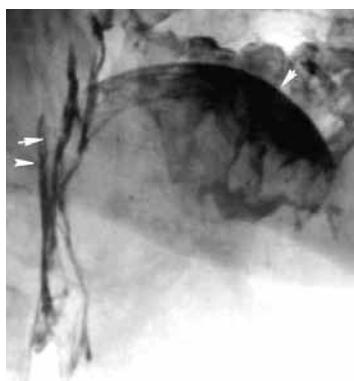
Рентгенограмма в боковой проекции. Многослойное осаждение микрочастиц в ротовой полости: на языке и боковых поверхностях (1 стрелка); ротоглотки и глотки в виде линейных и извитых теней (2 стрелки)
